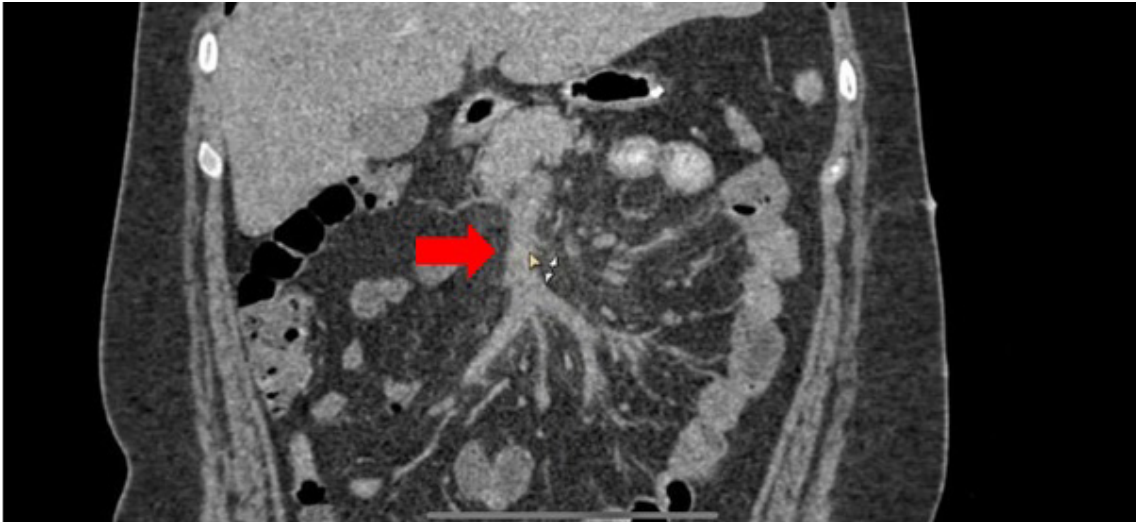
Photograph showing the portal phase of an abdominal angiotomography. The ectatic superior mesenteric vein can be seen with hypodense intraluminal content.
